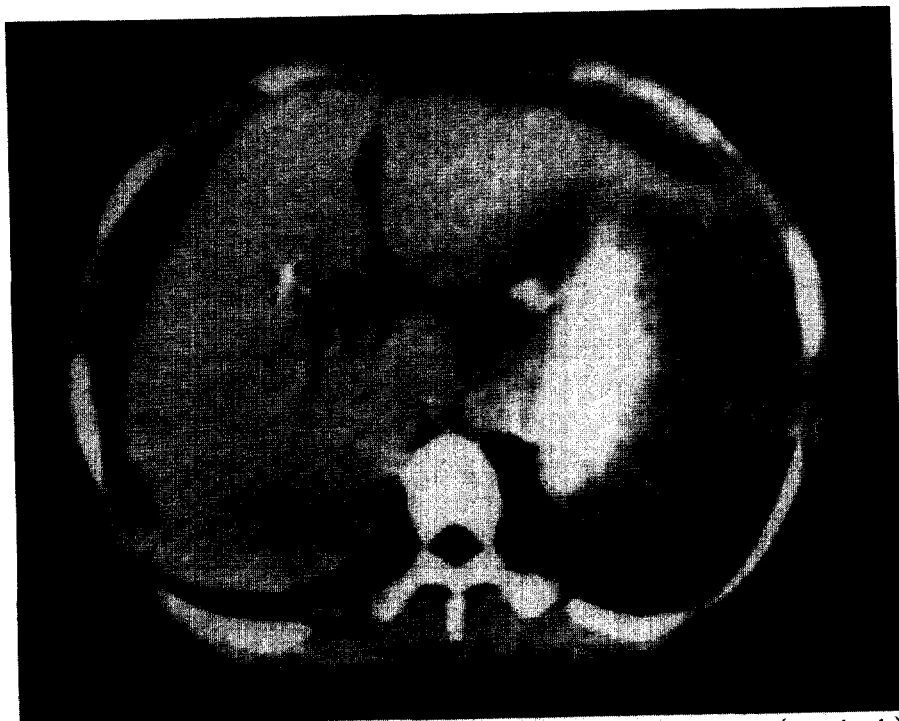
Scalloping of right hepatic lobe margin(arrows) with multiple calcification(arrowheads) in porta hepatis and just medial to gastric fundus in CT.
